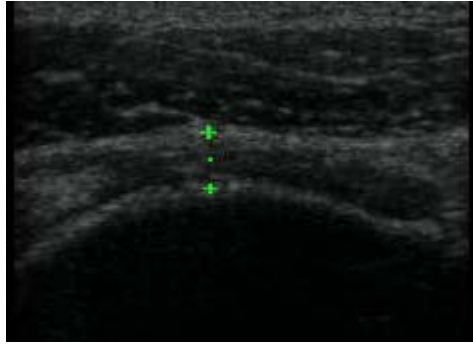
Ultrasonido que muestra adelgazamiento del tendón supraespinoso
